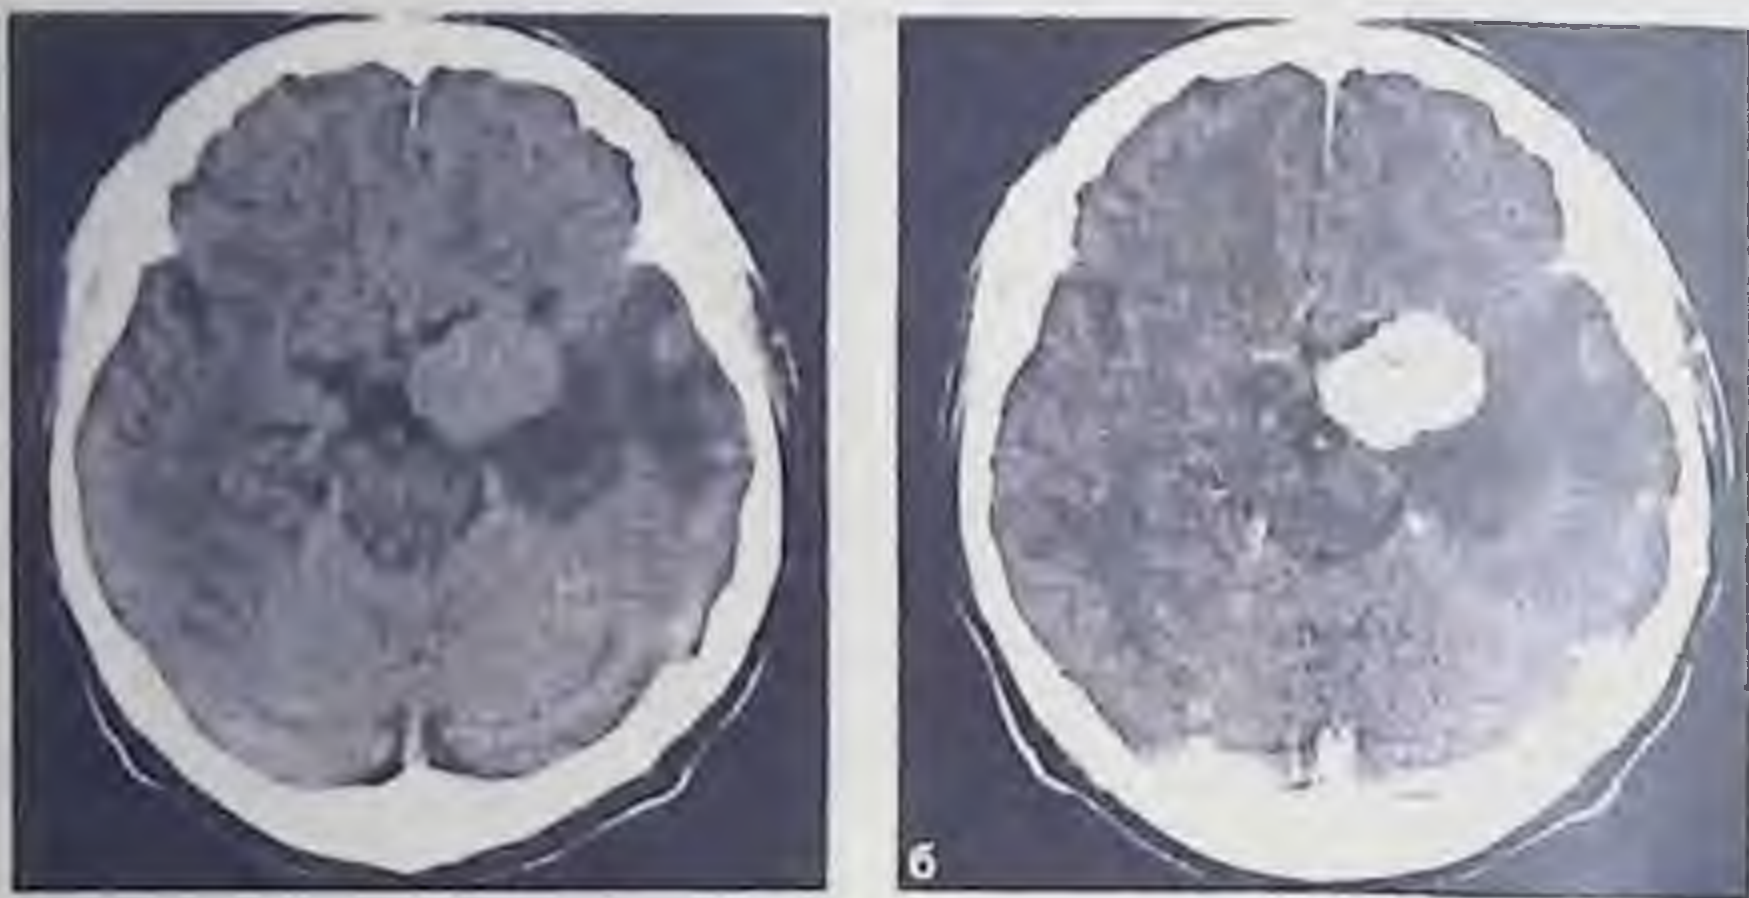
Компьютерные томограммы до (а) после (б) введения контрастного вещества. Менингиома большого крыла клиновидной кости слева. Определяется равномерное интенсивное повышение плотности менингиомы
